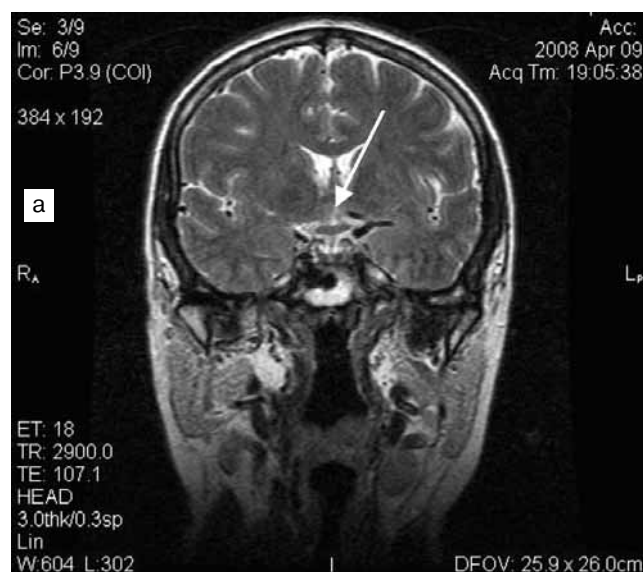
МРТ гипофиза с контрастным усилением: а — фронтальная плоскость; б — сагиттальная плоскость. Размер и конфигурация турецкого седла нормальные, стенки не изменены. Гипофиз размерами 12 × 9 × 4,5 мм, однородной структуры, верхняя поверхность вогнутая, ножка не отклонена, супраселлярная цистерна не расширена
